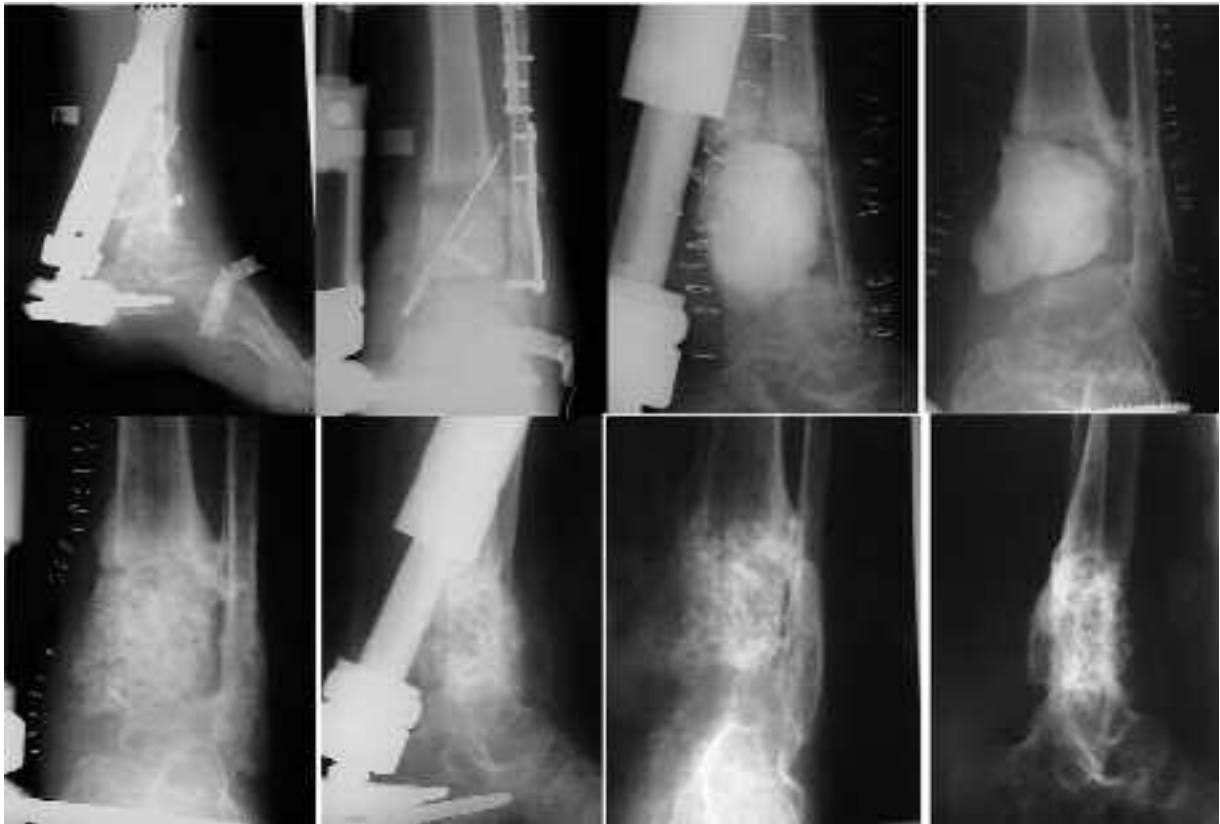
Aspetto radiografico che evidenzia il trattamento completo di una forma settica a partire dalla bonifica del focolaio, applicazione di uno spaziatore antibiotato e sua fissazione, quindi la rimozione dello spacer e sostituzione con composto di gel piastrinico, osso autologo morcellizzato e pappa d'osso.*
